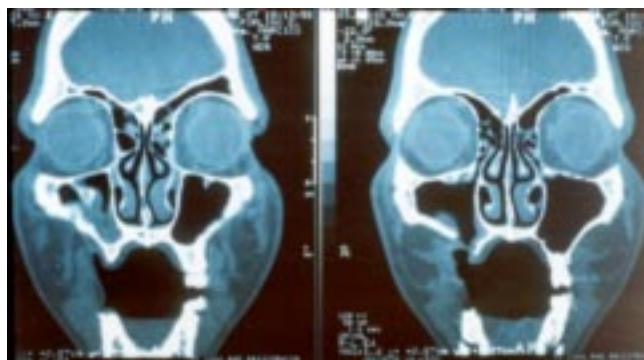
Tomografía computada. Obsérvese en el corte de la izquierda, la mucosa sinusal hipertrofiada y en el de la derecha, la comunicación bucosinusal.
